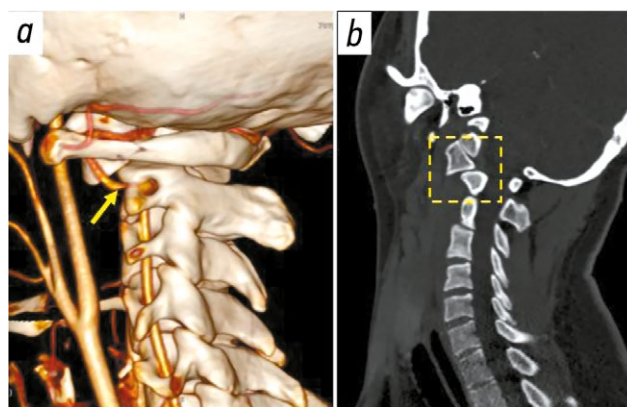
Результаты функциональной ангиографии (a) левой позвоночной артерии и компьютерной томографии (b) шейного отдела позвоночника: a — субтотальное стенозирование просвета позвоночной артерии над II шейным позвонком (место компрессии указано стрелкой) при повороте головы влево с одновременным её разгибанием; b — ротационный подвывих II шейного позвонка (обозначено пунктирным квадратом).
